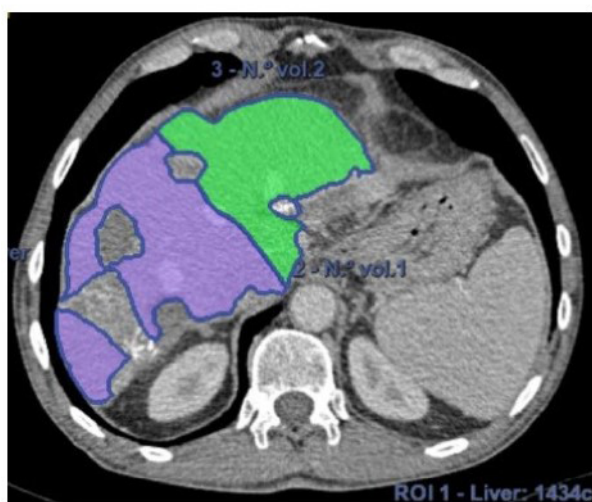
b) TC abdomen luego de quimioterapia de conversión
